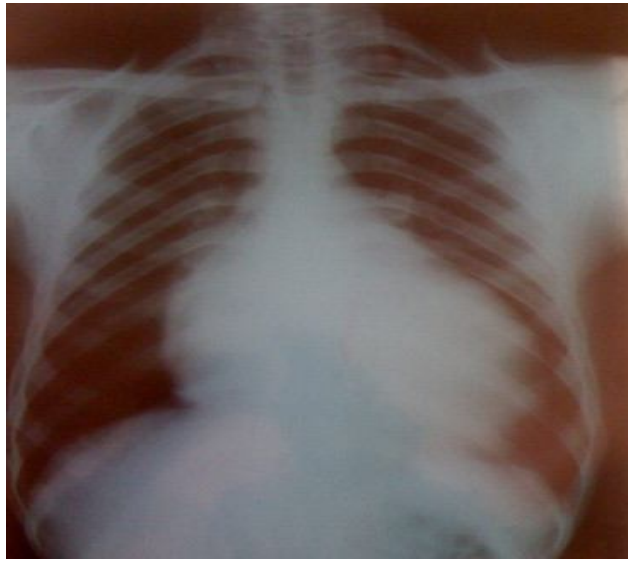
Radiographie du thorax, incidence de face montrant une cardiomégalie, une rectitude de l'arc moyen gauche et une redistribution vasculaire vers les sommets
